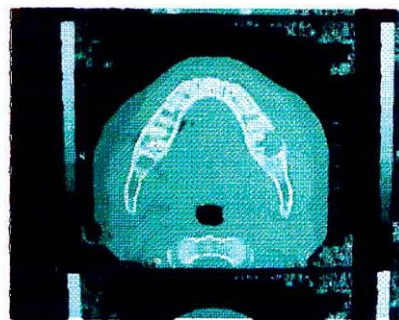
B. tomografía Computarizada de corte axial que muestra una masa tumoral heterogénea multilocular y en su interior se observan los contornos bien definidos dando unas características benignas. Fuente: Hospital Central de la Policía. B. Tomografía corte axial donde se observa el compromiso de la tabla ósea tanto vestibular como lingual.
